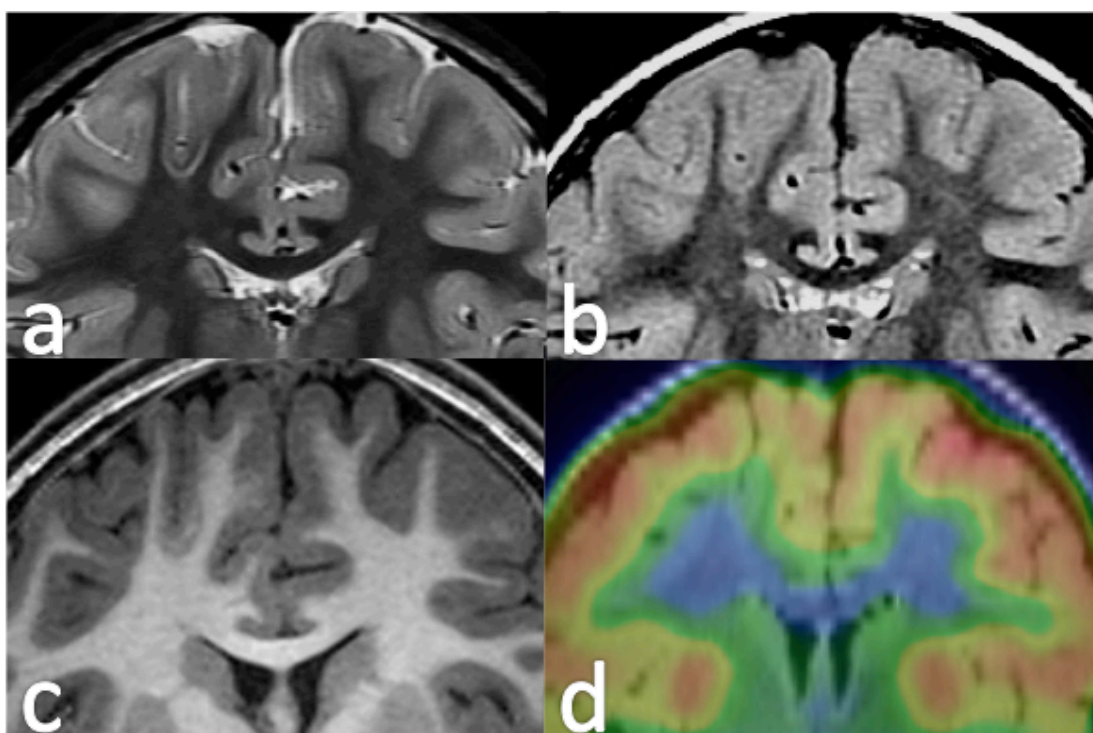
DCF-FS frontal derecha. Alteración de difícil localización en el estudio estructural, aunque con clara alteración metabólica en la fusión PET-RM (d) que muestra hipometabolismo en la profundidad del surco frontal superior derecho. En esta localización puede observarse una sutil HYC en la secuencia T2 (a) y FLAIR (b), así como una fina línea hiperintensa en la secuencia T1 (c) rodeada por una zona hipointensa que corresponde con la hiperintensidad en T2 (a).
